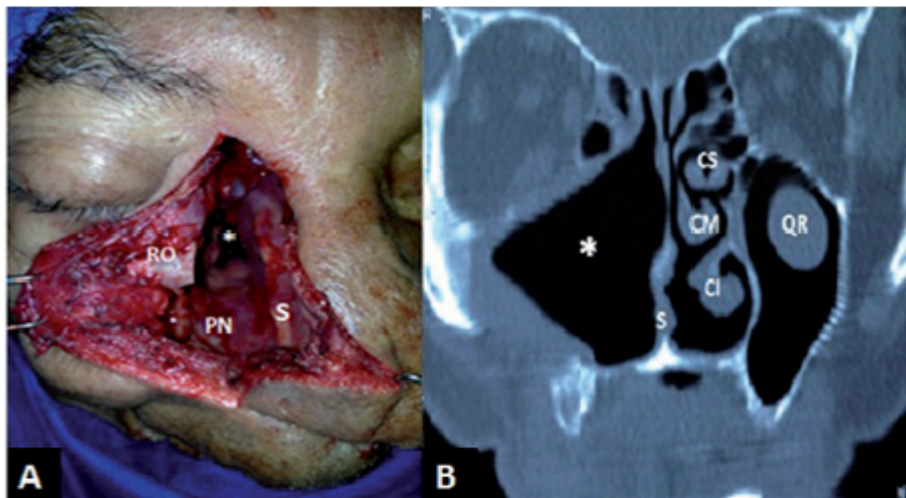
Cavity posterior a maxilectomía medial (A). Reborde orbitario inferior (RO), septum nasal (S), piso de cavity nasal (PN) y coana (*). TAC de SPN coronal (B). En posquirúrgico evidencia cavity de maxilectomía medial derecha (*), septum nasal (S), cornetes de la fosa nasal izquierda, inferior (CI), medio (CM), superior (CS), y quiste de retención (QR).
